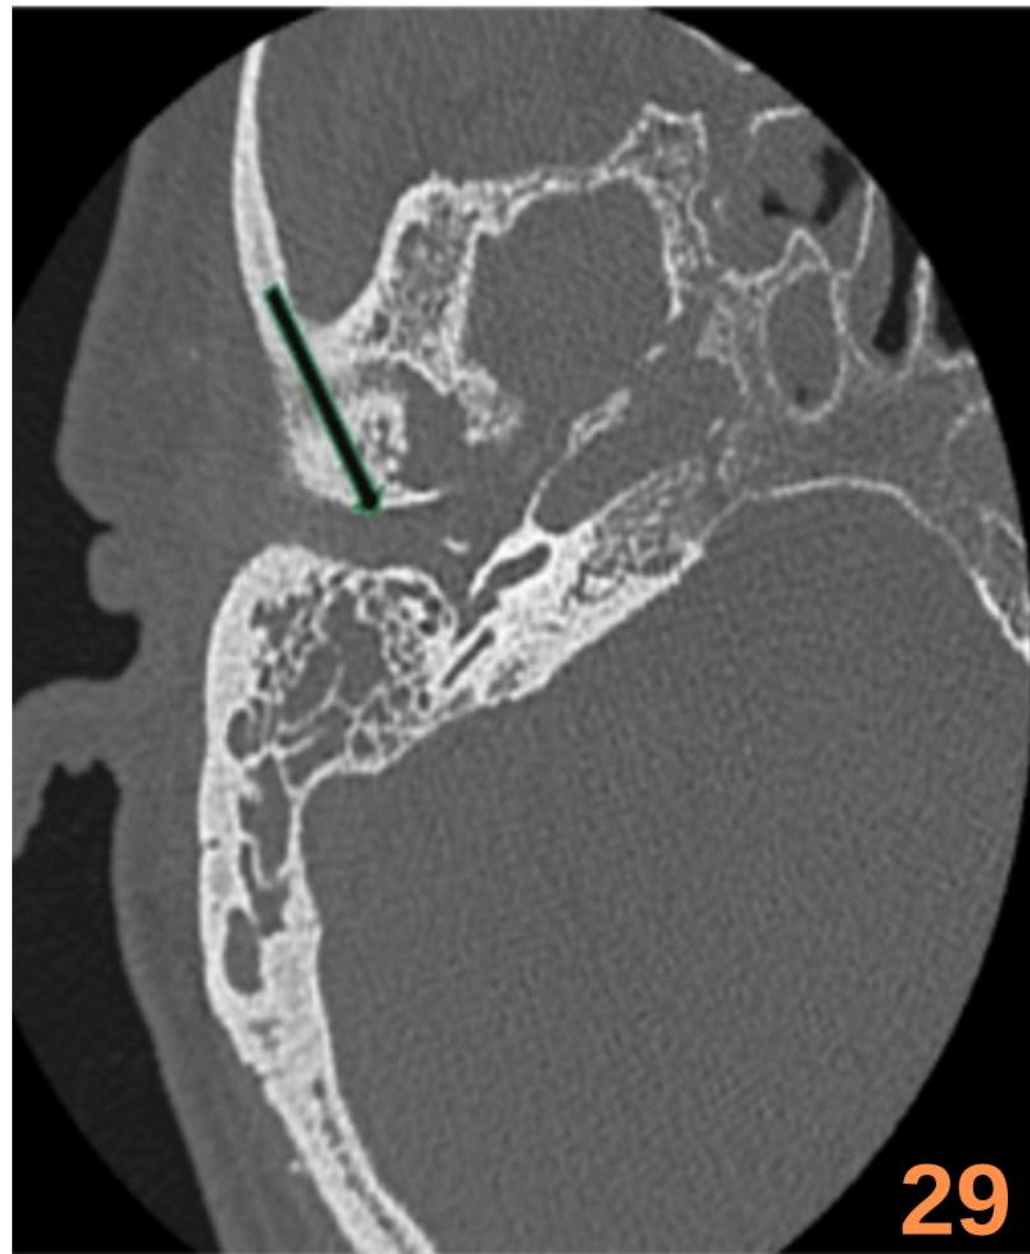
Imagen axial de TC de cráneo en la que se muestra una exostosis del CAE bilateral que condicionan un estrechamiento significativo de los mismos.
